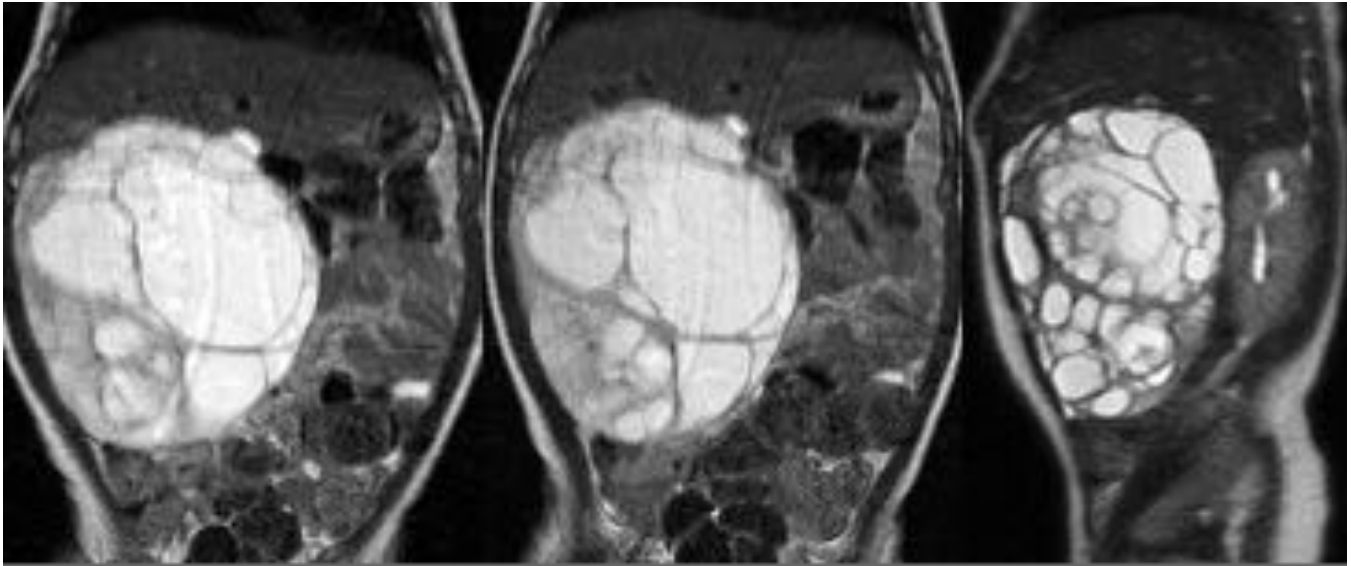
Hamartoma hepatico. Estudio de RM en secuencia T2. Lesión quística compleja, heterogénea predominantemente hiperintensa con áreas hipointensas que se corresponden con áreas de fibrosis.
